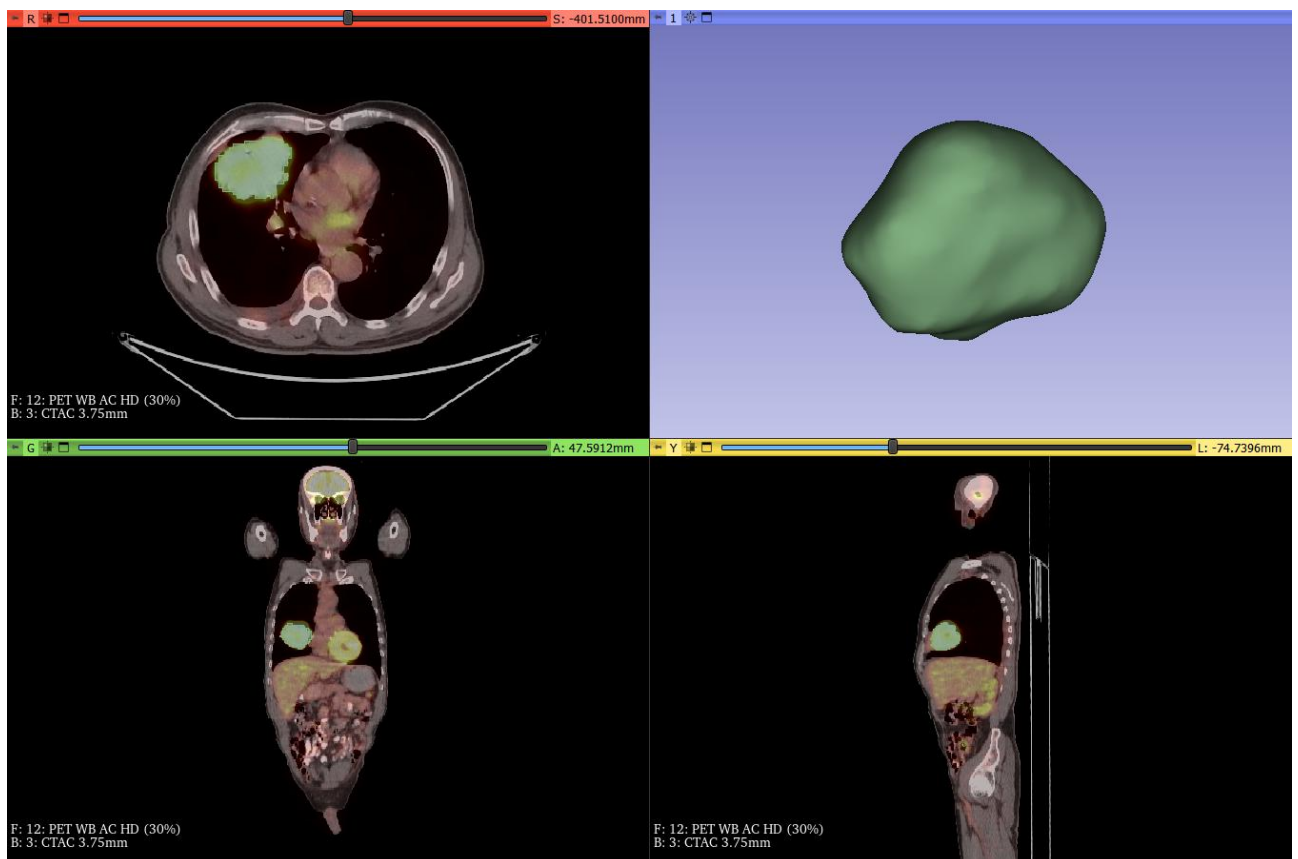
Ảnh PET/CT và một ảnh lát cắt của bệnh nhân UBHN27, đã được bác sĩ 02 khoanh vùng và trích trọn thể tích u, xóa các bộ phận khác xung quanh giúp chúng ta có thể quan sát rõ hơn về khối u.
